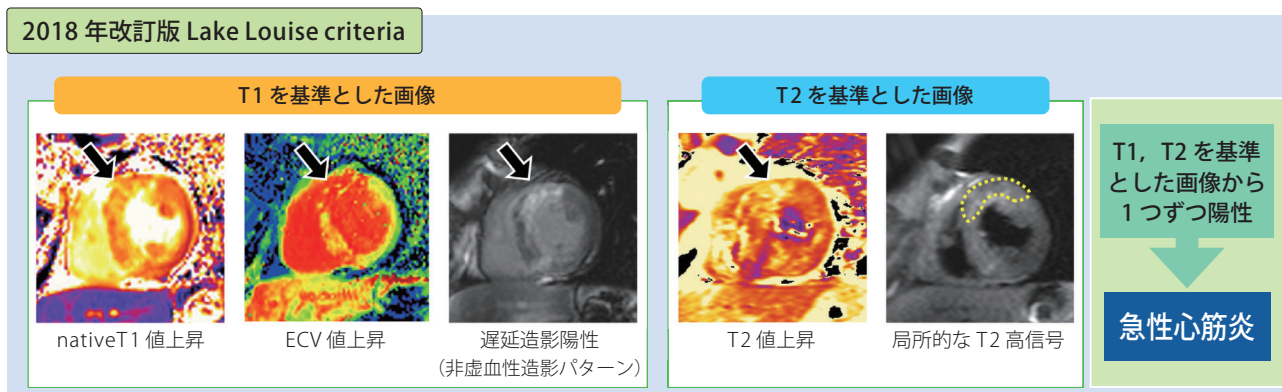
心臓 MRI による急性心筋炎の画像診断基準 (2018 年改訂版 Lake Louise Criteria)
